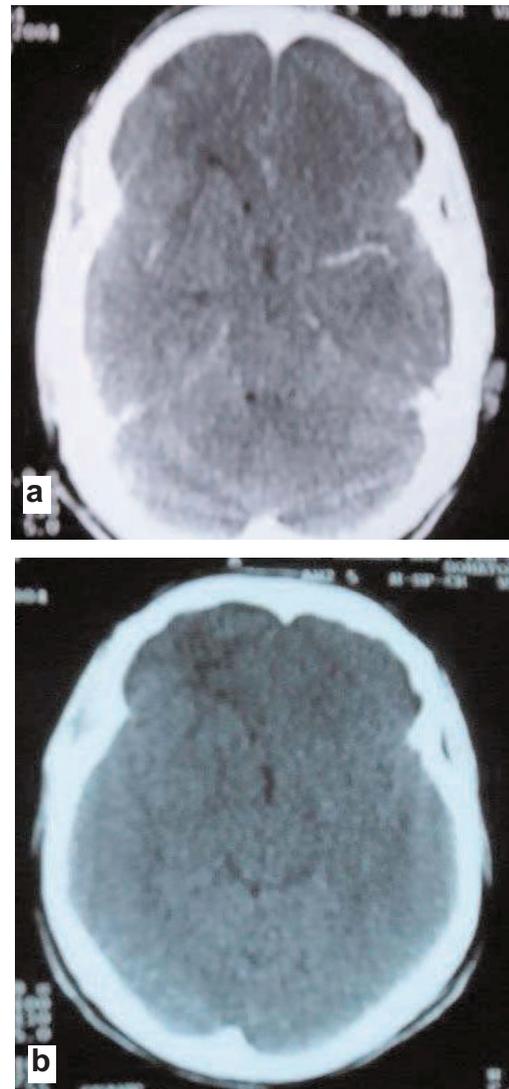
TDM de contrôle : Régression des lésions
